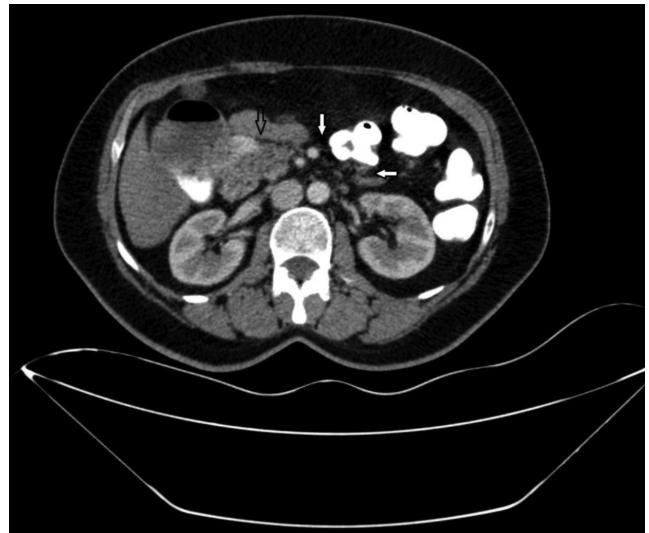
Axial images of abdominal contrast-enhanced CT showing short pancreas without body and tail
